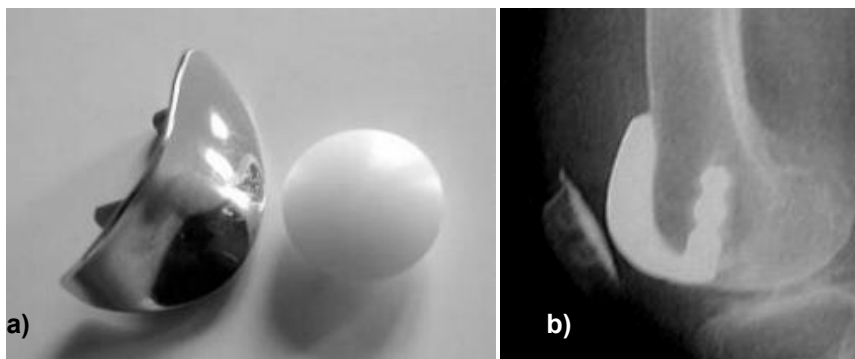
a) Prótese fémur-patelar; b) Radiografia a joelho com prótese patelo-femoral [50].
